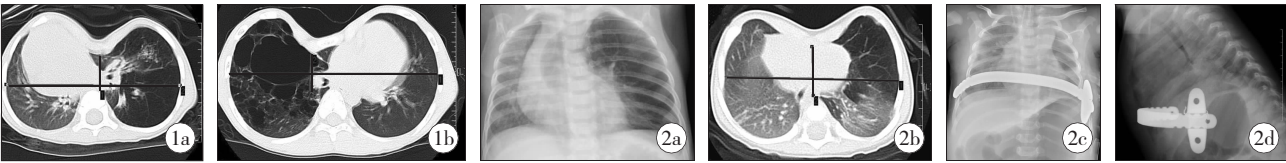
a,病例 4,术前 CT 示漏斗胸伴左肺囊性变,心影右侧明显移位,Haller 指数 5.00。b,病例 5,术前 CT 提示右肺囊性变合并心脏受压向左后移位,Haller 指数 5.71。图 2 a,病例 1,术前 X 线片:胸骨下段内陷,左肺透亮度显著增高,左上肺野向纵隔疝入;b,病例 1,术前 CT:左肺囊性变合并心影右移,Haller 指数 3.57。c,病例 1,术后转监护室 X 线片:双肺纹理增强,纵隔居中;d,病例 1,术后 2 个月复查 X 线片:胸廓对称;双肺纹理清晰,双肺野清。
